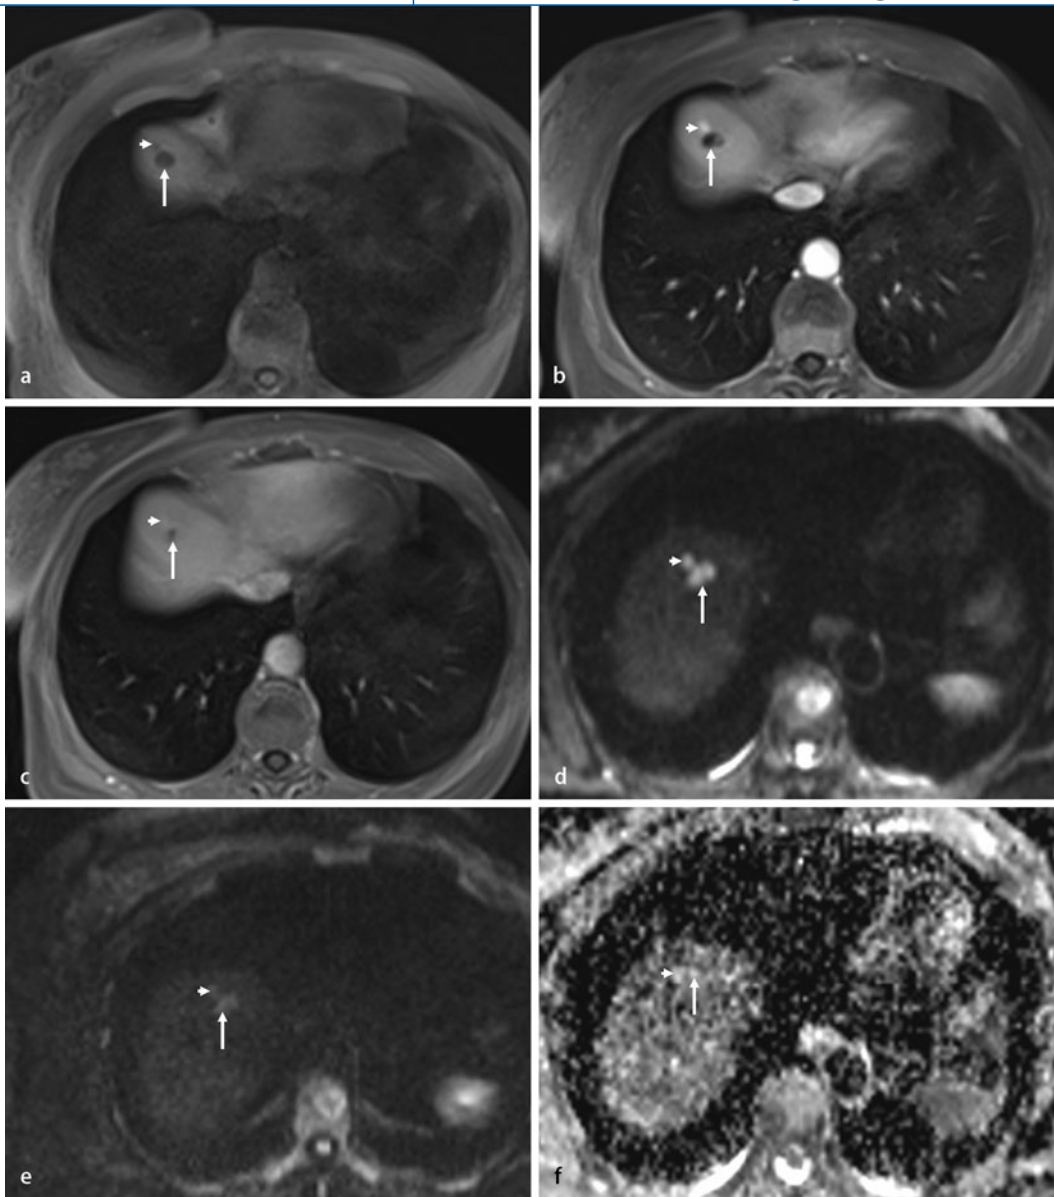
◀ MRT bei unklaren Leberläsionen im CT bei einer Patientin mit Zustand nach Mammakarzinom. In der nativen T1-gewichteten Sequenz (a) sind im Leberdom 2 hypointense Läsionen erkennbar (Pfeile). Während die kleine Läsion (kurzer Pfeil) ein arterielles Enhancement (b) und Pooling (c) zeigt und so mit einem sich schnell mit KM füllenden Hämangiom vereinbar ist, stellt sich die zweite, direkt benachbarte Läsion (langer Pfeil) mit einer sehr langsamen KM-Aufnahme (b, c) mit partieller Füllung dar. Dieser Befund ist mit einem sklerosierten Hämangiom vereinbar. Die DW-MRT unterstützt den Befund: Kein Nachweis einer eingeschränkten Diffusion. Beide Läsionen zeigen ein hohes Signal bei niedrigen b-Wert von 50 s/mm^2 (d), jedoch einen deutlichen Signalabfall bei hohem b-Wert von 800 s/mm^2 (e) und ein hyperintenses Signal in der ADC-Map (ADC-Wert $1,9 \text{ s/mm}^2$, f). KM Kontrastmittel, ADC, „apparent diffusion coefficient“
